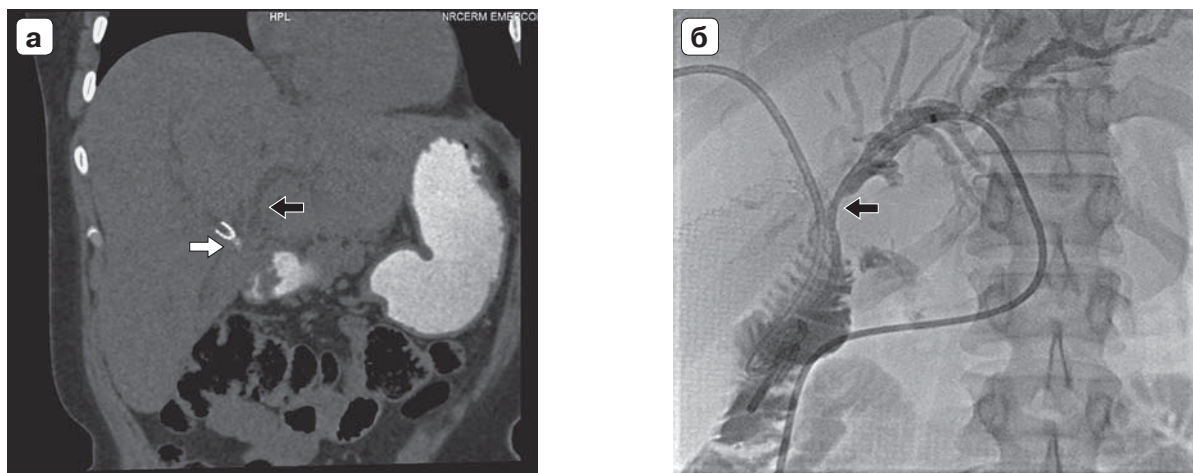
Стриктура гепатикоеюноанастомоза: а — компьютерная томограмма, нитиноловый стент в правом долевым протоке (белая стрелка), расширенный левый долевым протоком (черная стрелка); б — холангиограмма, наружновнутренний дренаж в левом (черная стрелка) долевым протоке.
